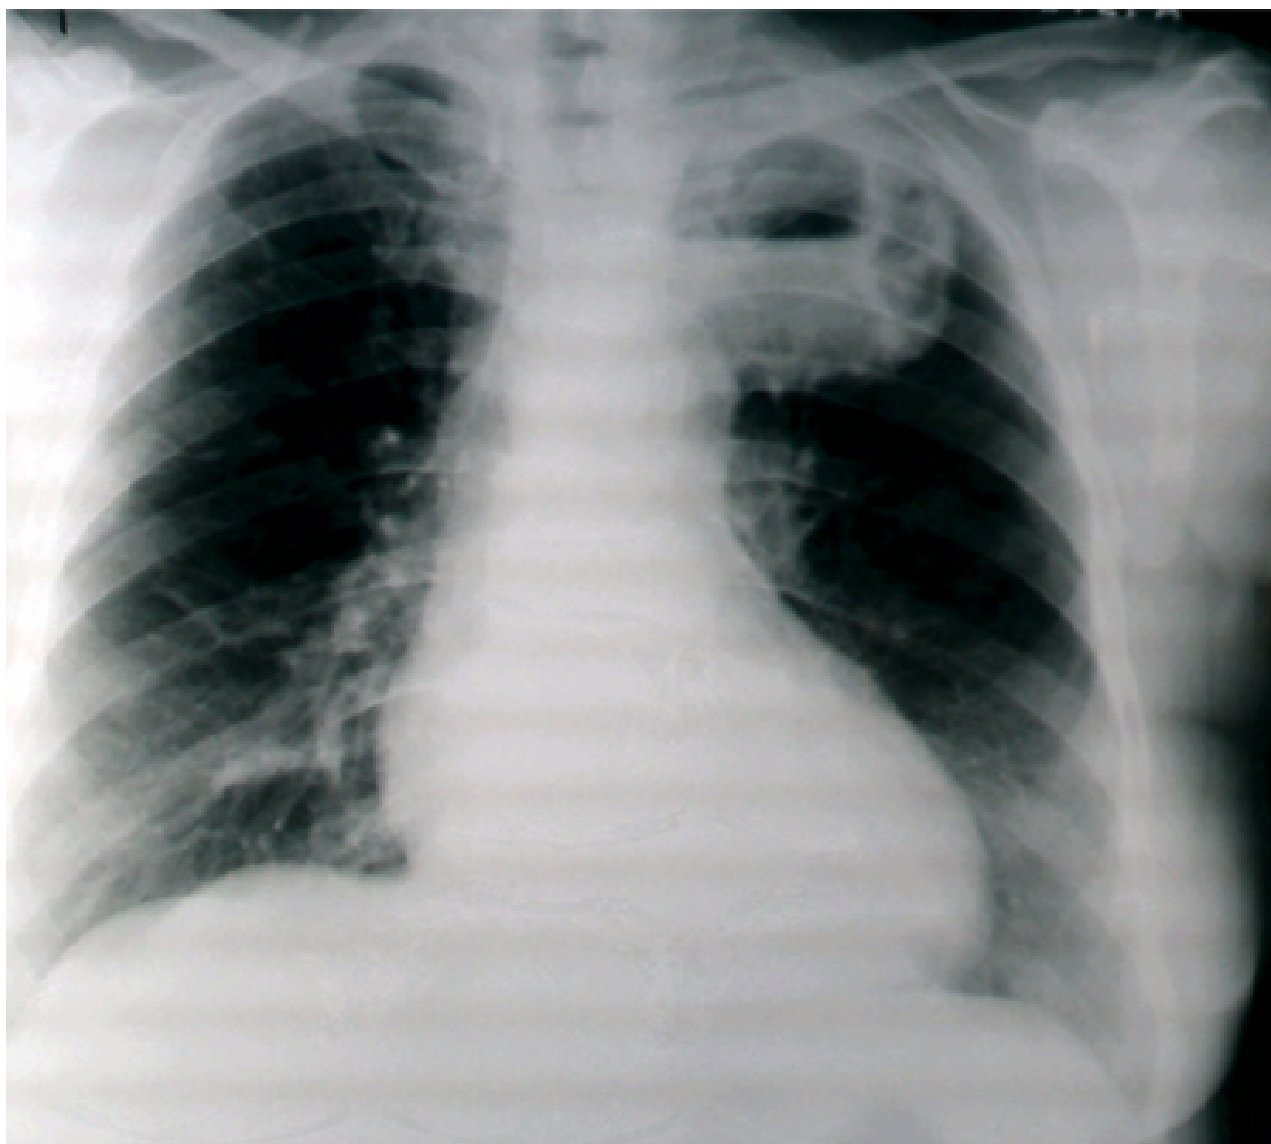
Radiografia torácica mostrando um abscesso pulmonar no lobo superior esquerdo
